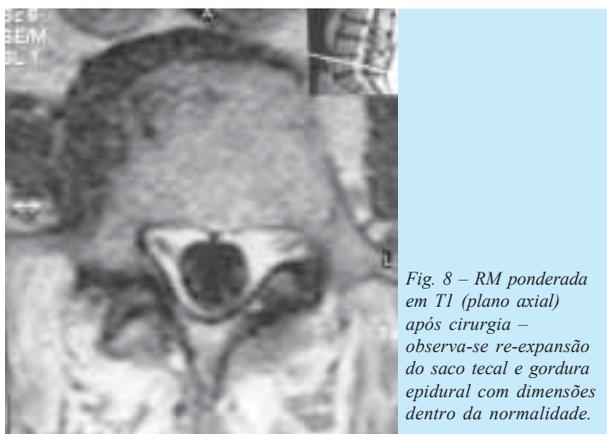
RM ponderada em T1 (plano axial) após cirurgia – observa-se re-expansão do saco tecal e gordura epidural com dimensões dentro da normalidade.
